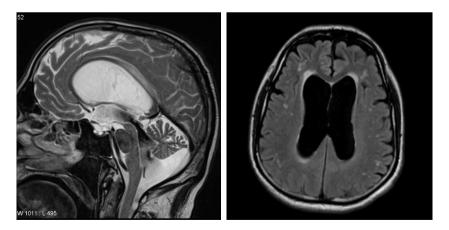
RM cerebral. Nótese el vacío de señal a través del acueducto cerebral en la imagen de la izquierda y el edema transependimario en la imagen de la derecha.
